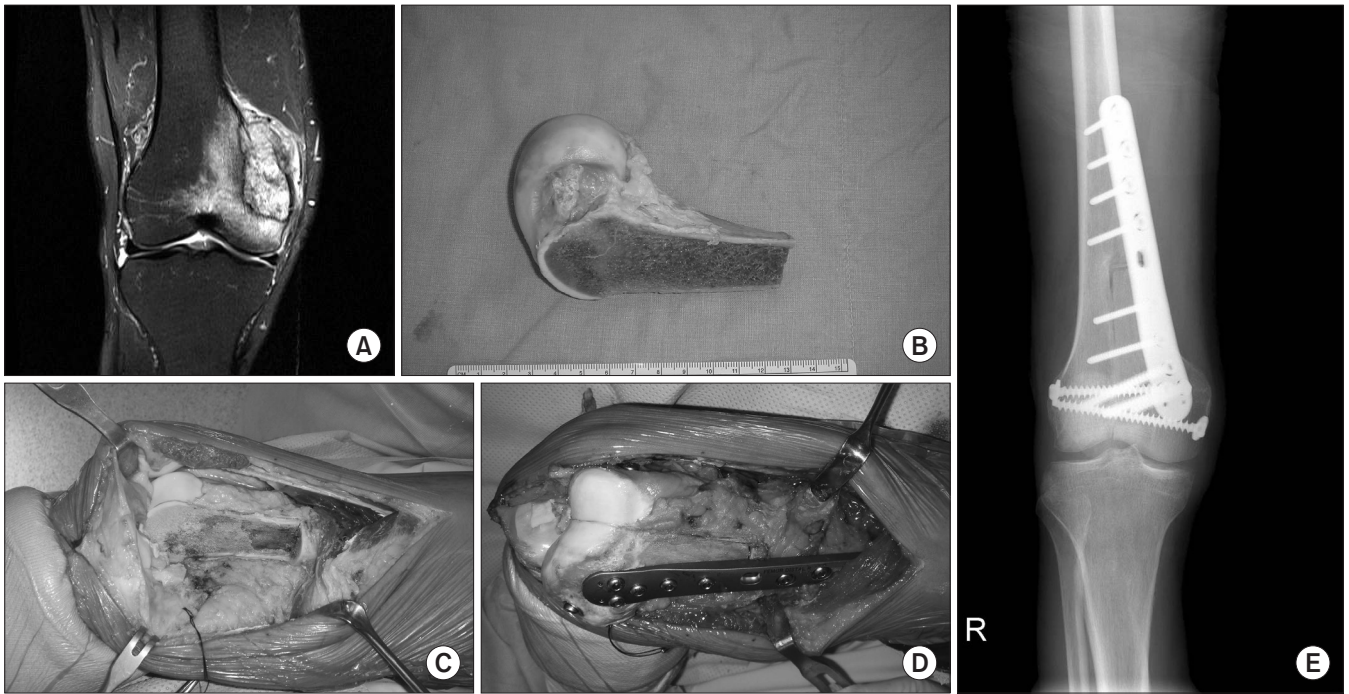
Unicondylar osteochondral allograft. A 60-year-old male patient with metastatic carcinoma involving the medial condyle of right distal femur (A) was managed with a unicondylar osteoarticular allograft (B). After resection of the medial hemicondyle (C), a size- and shape-matched allograft hemicondyle was inserted and fixated with plate and screws (D). (E) Postoperative radiograph showed a well reconstructed articular surface.
